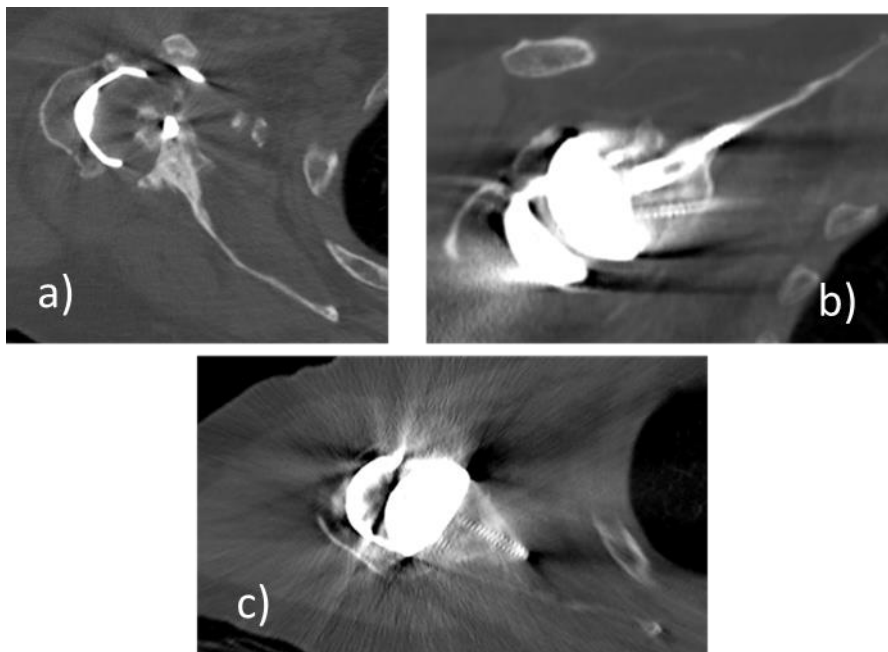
Resultados TC defecto superior: a) Defecto superior preoperatorio b) Lisis en torno a tetón central en región anteroinferior c) No lisis en torno a tornillos. d) Injerto integrado.*
